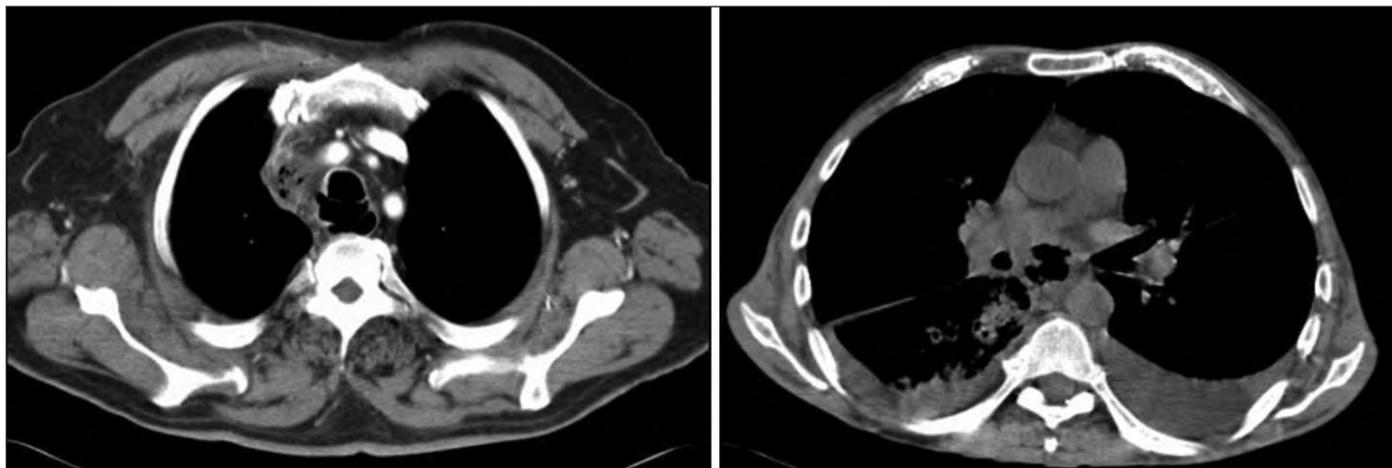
Imagens de TAC torácica: fistula traqueoesofágica (caso clínico 1) e fistula broncoesofágica com abscesso pulmonar e consolidação parenquimatosa da base do pulmão direito (caso clínico 2).
